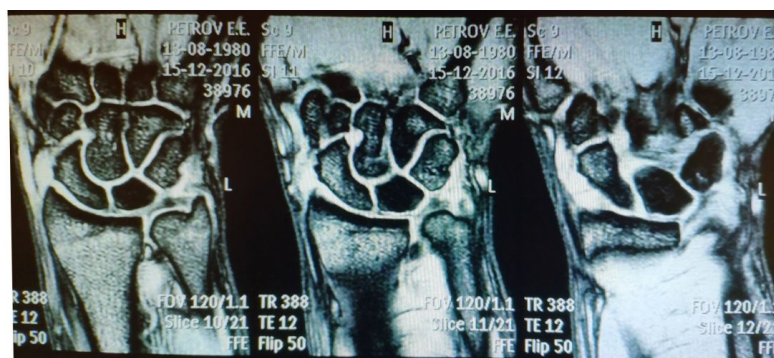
МРТ кистевого сустава. Асептический некроз полулунной кости у пациента группы 1
